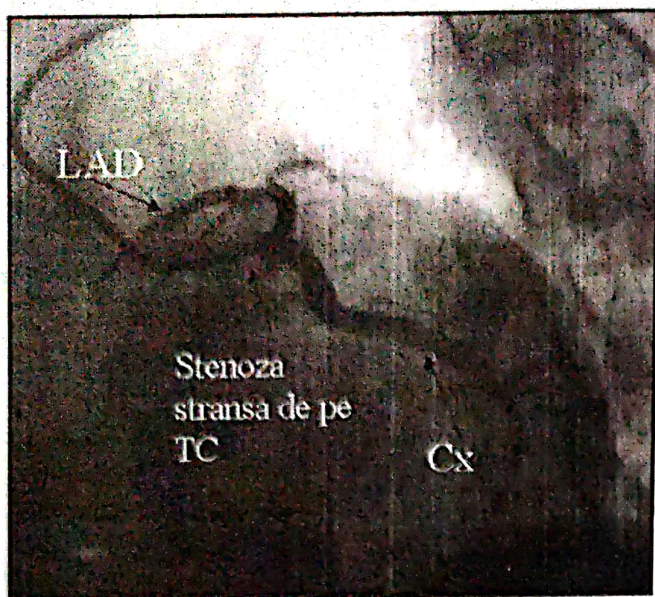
Angiografia coronariană arătând stenoza severă de TC
